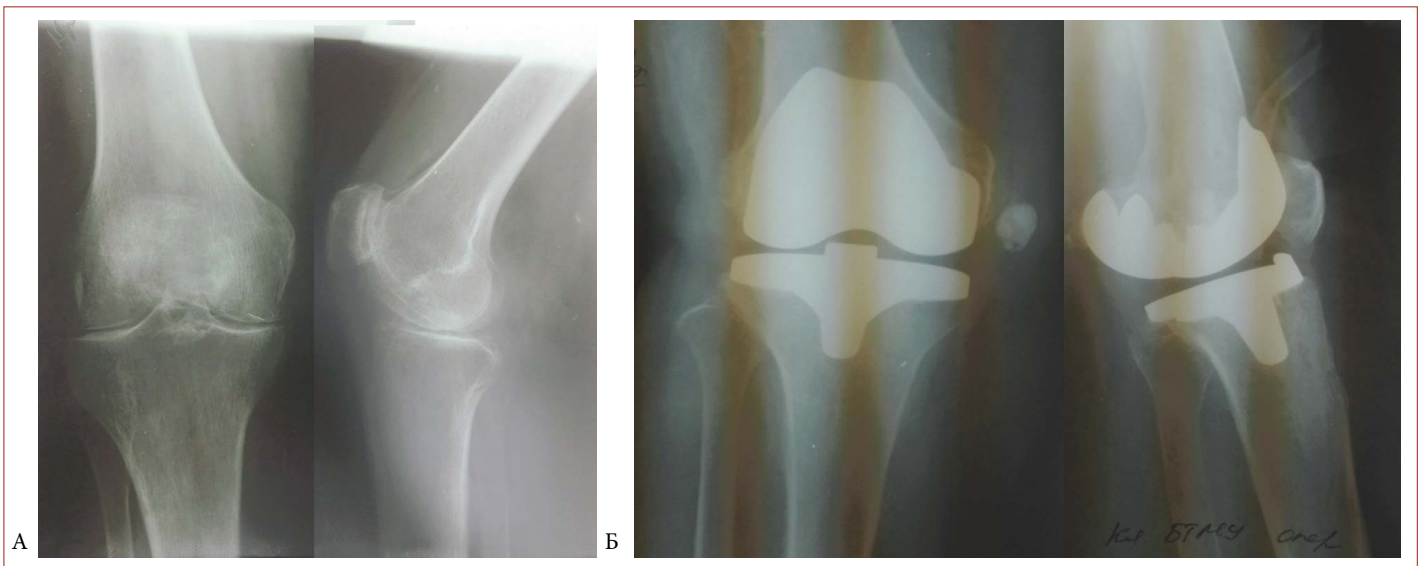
Примеры рентгенограмм пациентов с остеоартритом коленного сустава до (А) и после (Б) хирургического лечения
